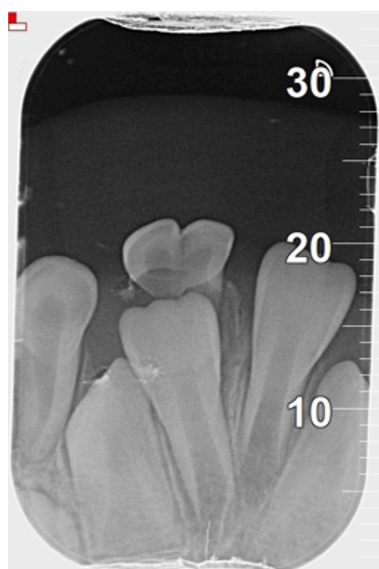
Periapical X-ray of 8.1 and 8.2 showing root resorption > 2/3 of the root length.
